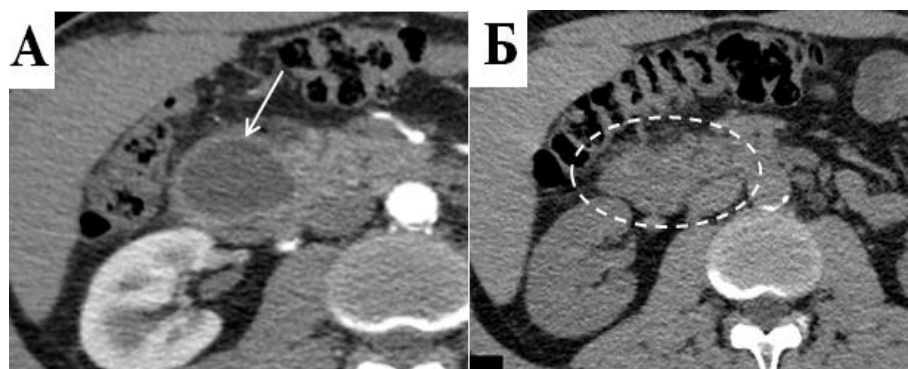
КТ, артериальная фаза контрастного усиления. А – до внутреннего дренирования, Б – после. Стрелкой указана киста в стенке ДПК, пунктиром обозначена зона, в которой ранее определялась киста.
